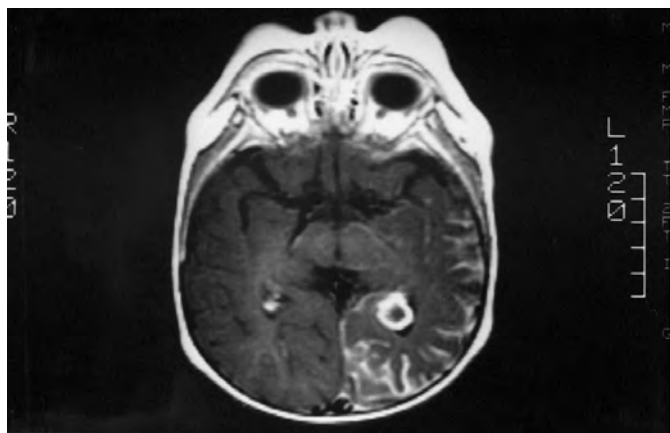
RM craneal en corte axial y tras administración de gadolinio. Hiper captación del contraste cortical y en plexo coroideo izquierdo en un paciente con angiomas piales.
